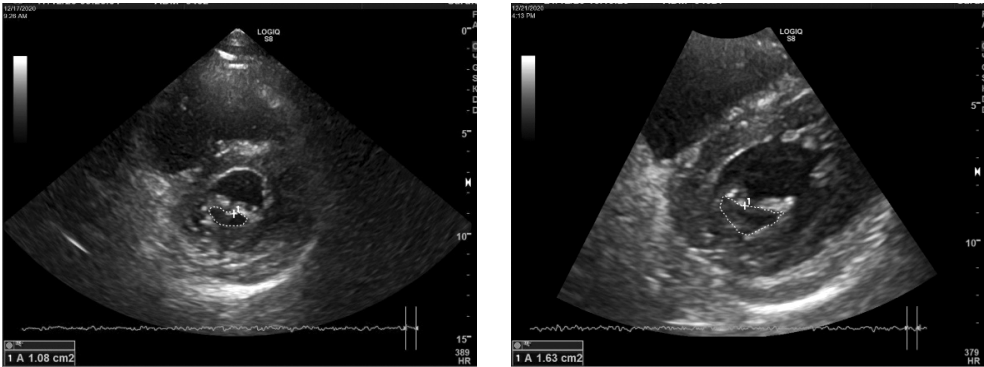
Трансторакальное 2D-эхокардиографическое изображение митрального клапана с планиметрическим измерением его площади до (слева) и после (справа) баллонной митральной вальвулопластики
